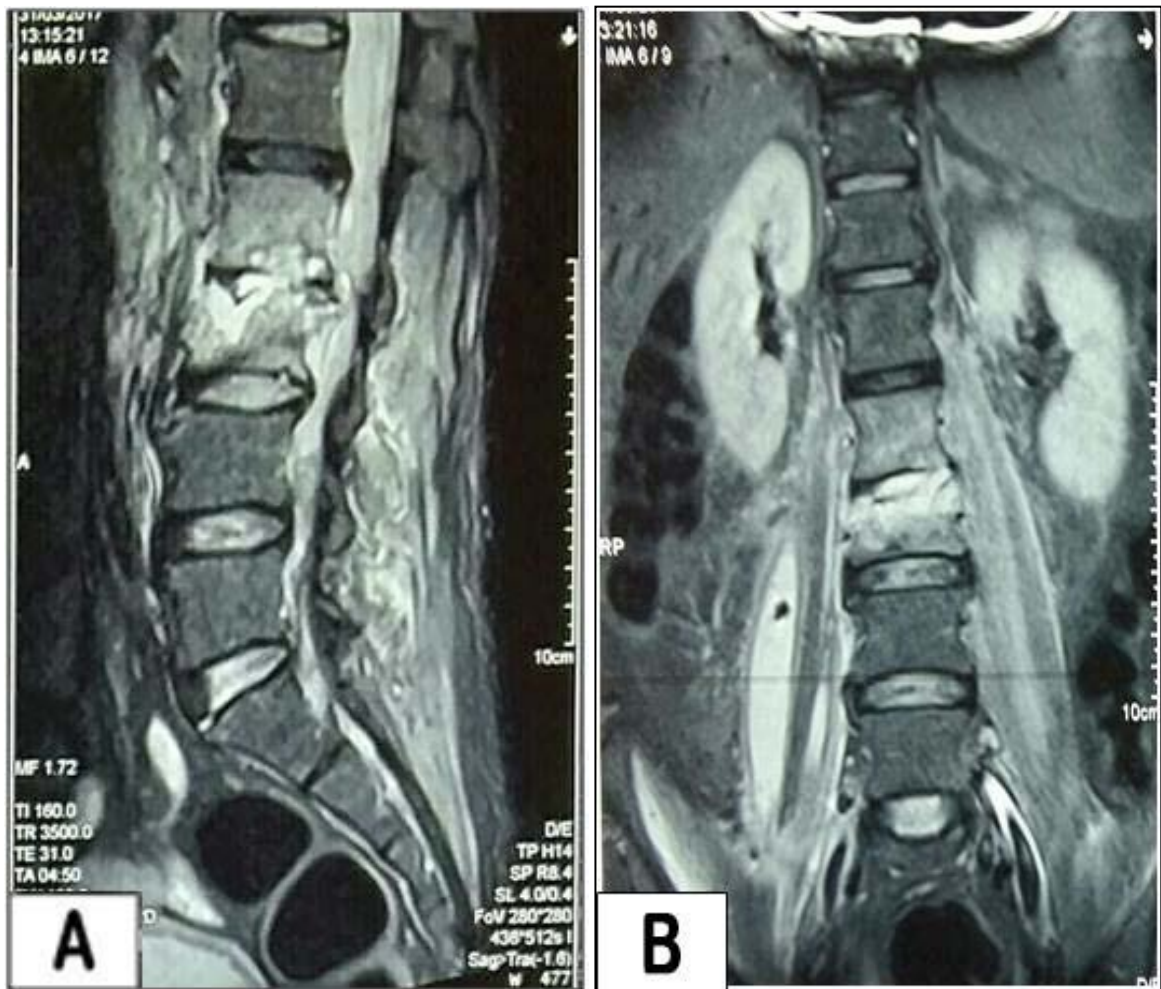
A : IRM du rachis dorsolombaire en coupe sagittale montrant une spondylodiscite L2 L3 (pincement discal et destruction du L3). B : IRM du rachis dorsolombaire en coupe coronale objectivant une spondylodiscite L2 L3 avec collection du muscle psoas droit.
